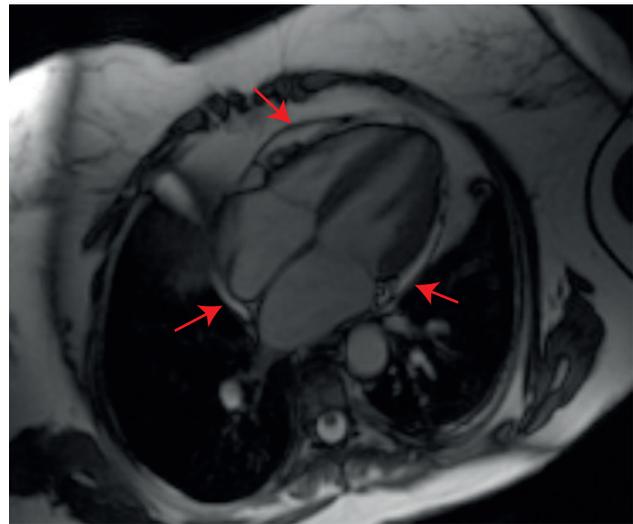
МРТ Пациентки 2. Выпот в перикард объемом ~400 мл. Стрелками показана экссудация в базальных отделах левого и правого желудочков, у основания правого предсердия.
